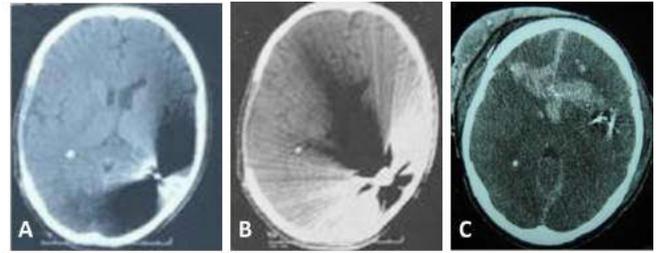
Cortes axiais de TC de crânio evidenciando FAF. A, B. Note os projéteis alojados na junção parieto-occipital esquerda, produzindo efeito cavitário, sem transfixação da linha mediana. C. FAF transfixante, evidenciando ainda o efeito de passagem e lesão de estruturas adjacentes.
